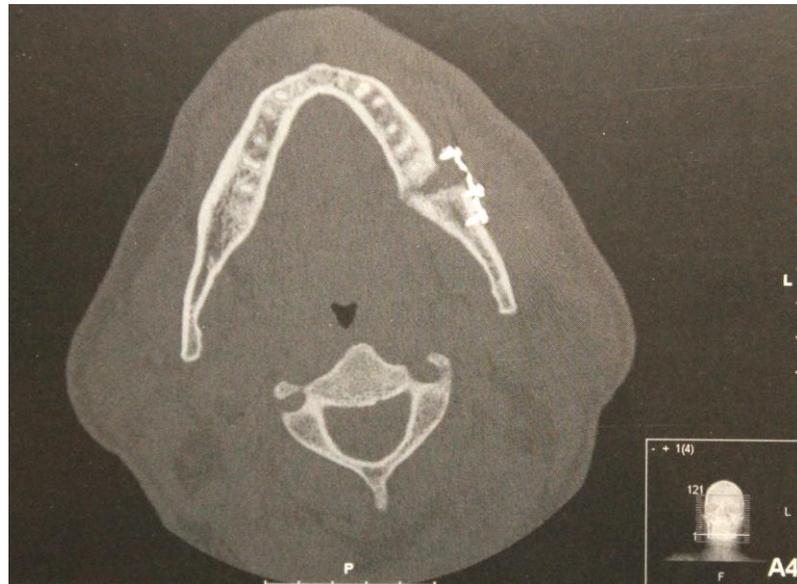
Tomografía después de 9 meses de reducción abierta en la que se muestra la falta de unión de los segmentos de la fractura por movimientos de oclusión.⁵
